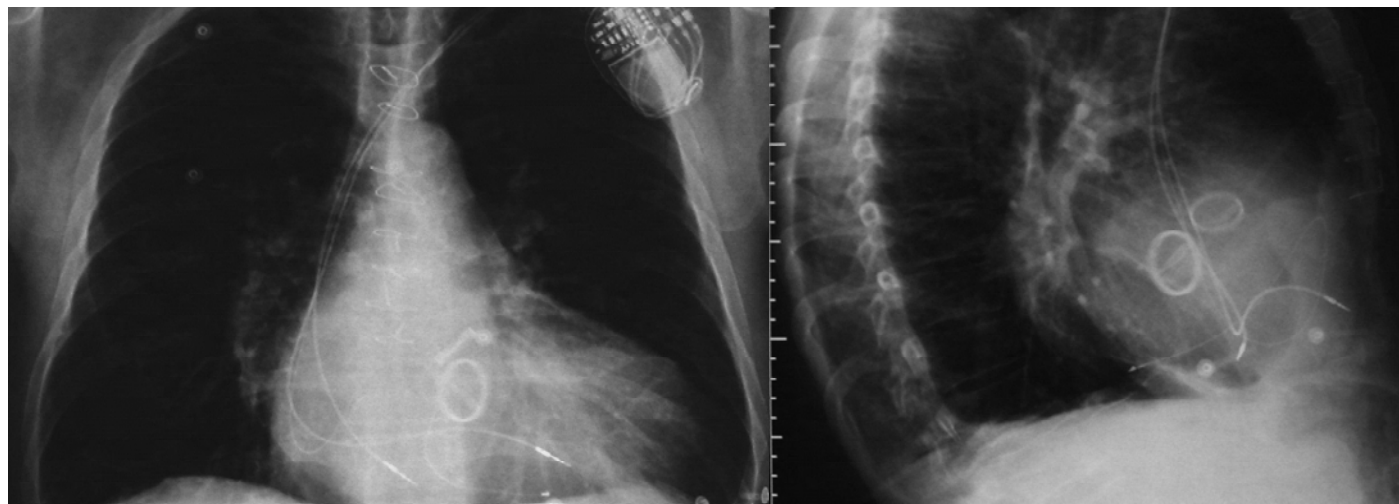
Radiografías PA y lateral de torax. El cable izquierdo está en posición posteroinferior y el derecho en el apex de ventrículo derecho
